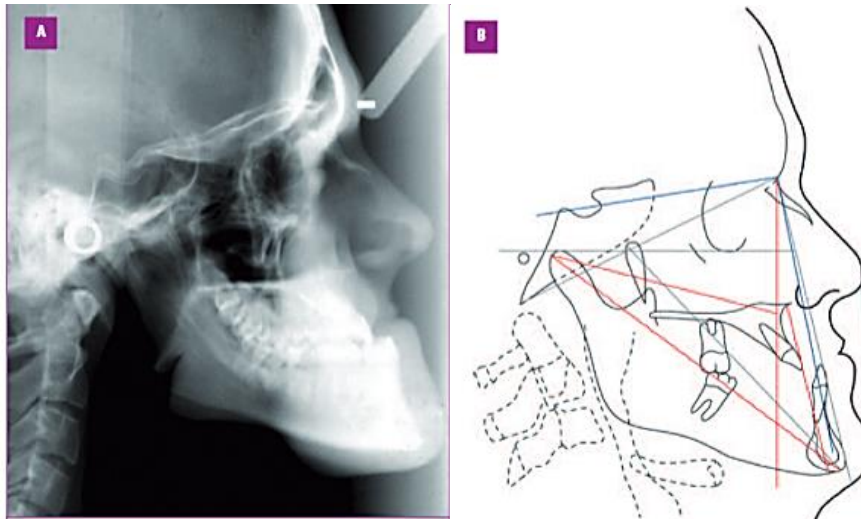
A) Radiografía lateral y B) análisis cefalométrico. (M. Valera, P. Garcia, 2011)
